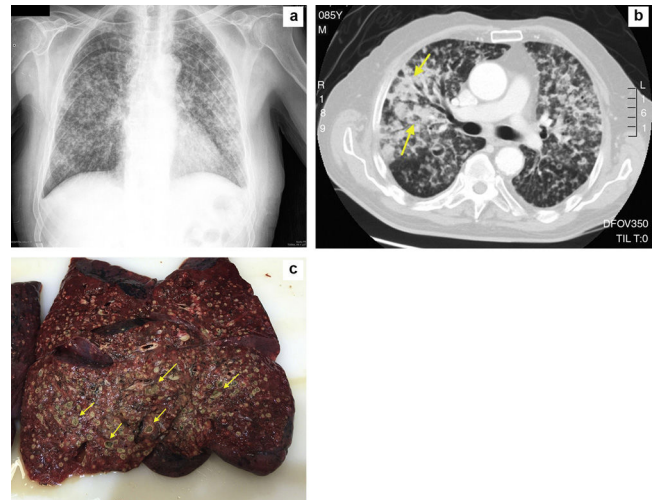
a) Radiografía del tórax. b) TAC torácica. c) Múltiples nódulos pulmonares cavitados en la necropsia.
